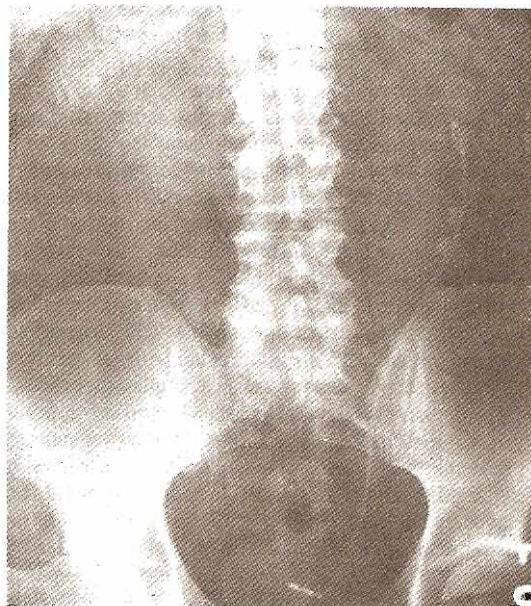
Radiografía abdominal exploratoria que muestra unos riñones en herradura con derivación ureteral lateral y un catéter ureteral de doble J. Las calcificaciones extraóseas están debajo y a la izquierda de los cálculos caliceales.
